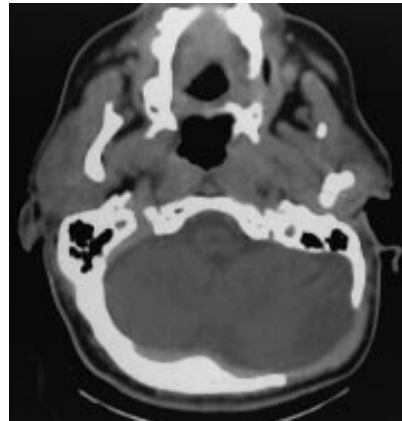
TDM : confirmation du défaut osseux
